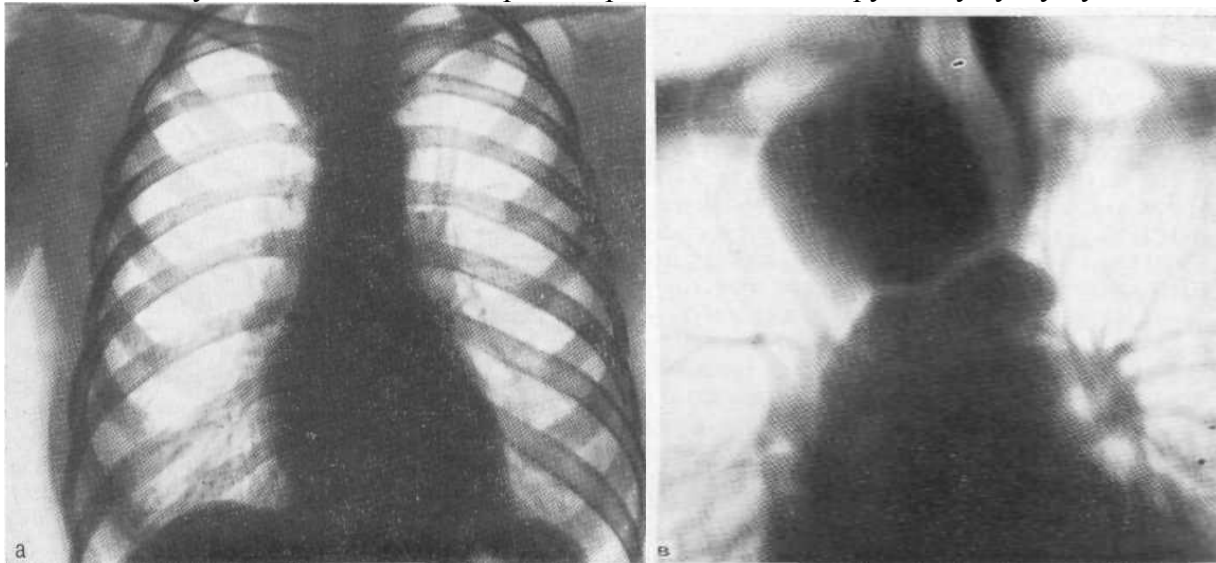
Оглядова рентгенограма (а), пневмомедіастинограма (в). Загрудинний зоб.
